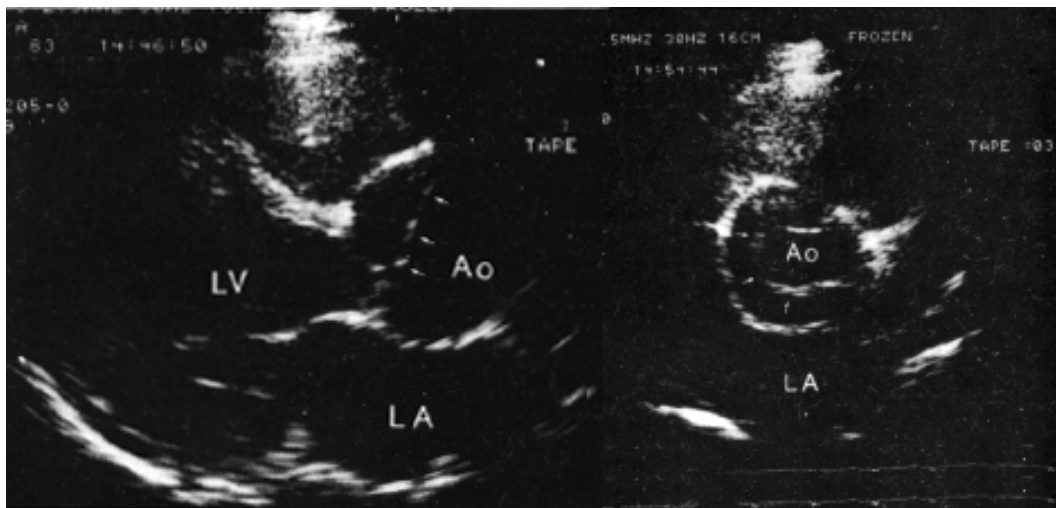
Imaginea ecocardiografică transtoracică a disecției de aortă, poziție parasternală, axa lungă și scurtă. LV – ventriculul stâng; LA – atriul stâng, Ao- aorta ascendentă. În lumenul aortei ascendente se depistează faldul de disecție
